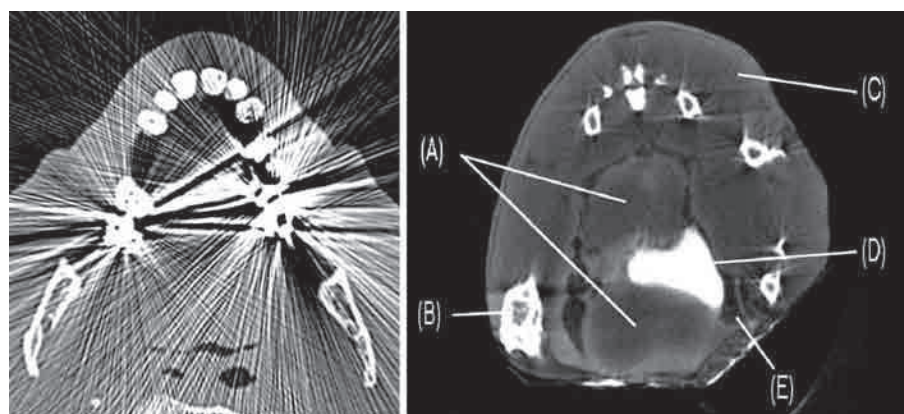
Artefacts en stries dus à des éléments métalliques dans les dents d’un patient [De Man et al., 2000] (à gauche). Artefacts en stries visibles autour des os d’une souris avec une acquisition en micro-CT [Paulus et al., 2000] (à droite)
